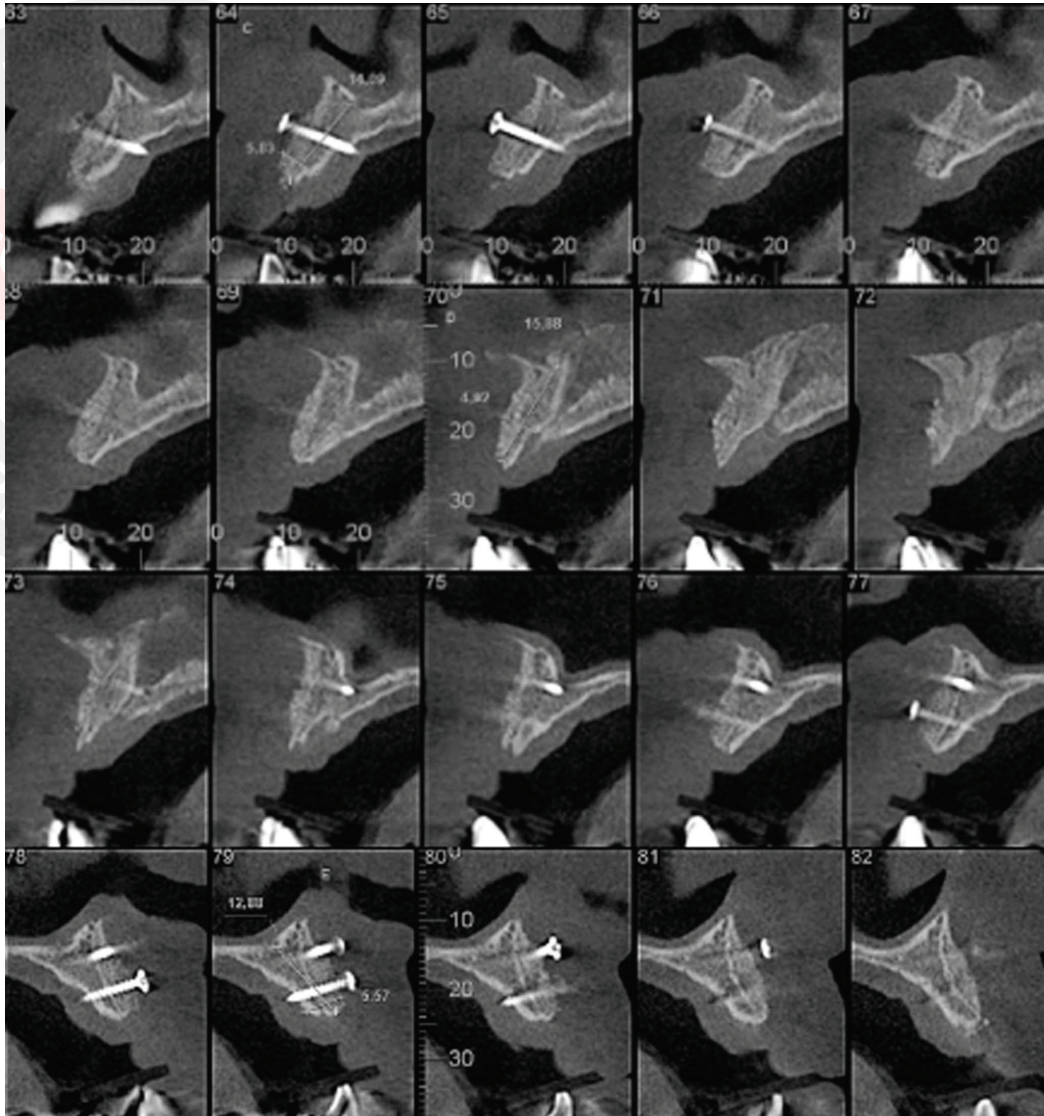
Cortes sagitais da tomografia computadorizada, seis meses após enxertia óssea.
